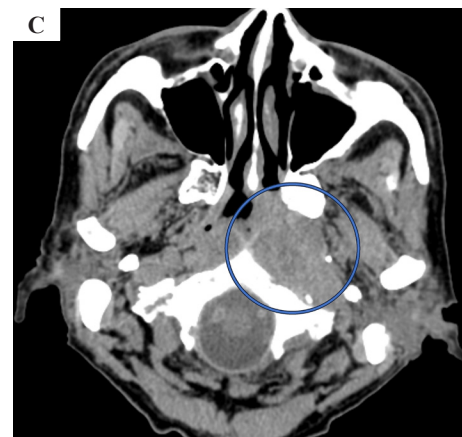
Computed tomography at previous doctor. (A) Nodule with cavity is seen in the right lung. (B) Right pleural thickening and pleural effusion. (C) Soft-tissue shadow is seen predominantly on the left side of the nasopharynx.
